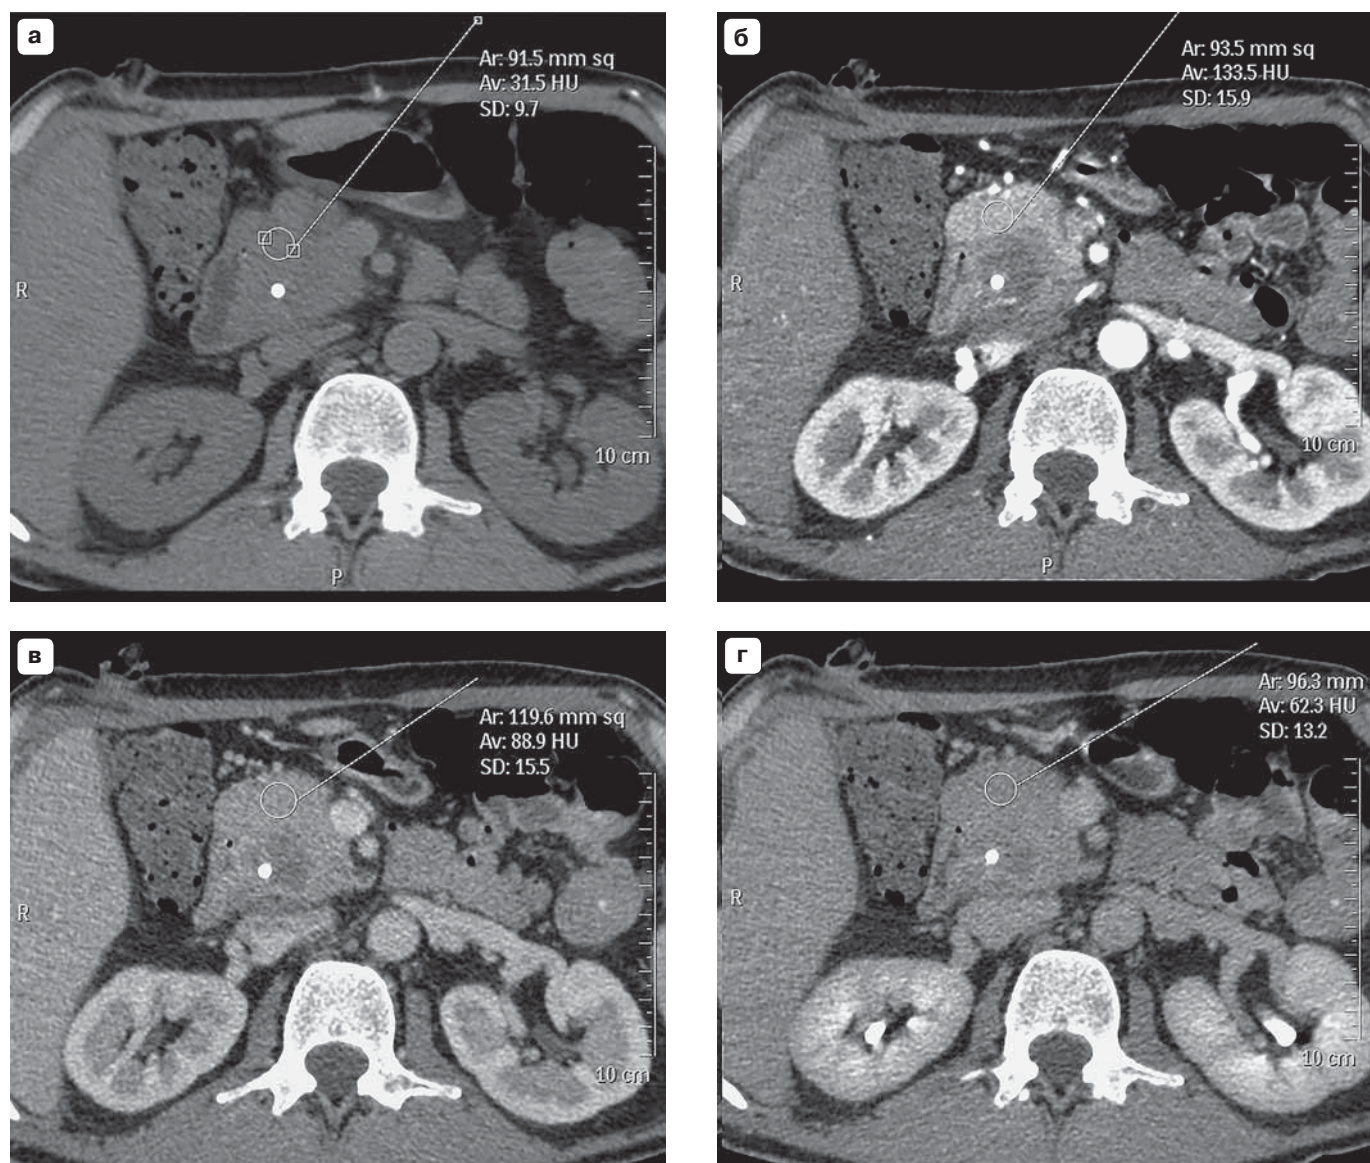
МСКТ. Динамическое исследование поджелудочной железы: аденокарцинома головки поджелудочной железы.
